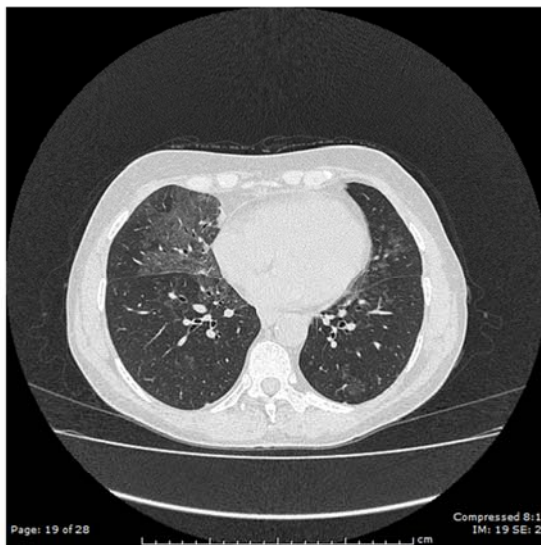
scansione TC Torace ad alta risoluzione del primo caso clinico che mostra la presenza di sfumati addensamenti ground glass principalmente al lobo medio e in minor misura ai lobi inferiori bilateralmente
